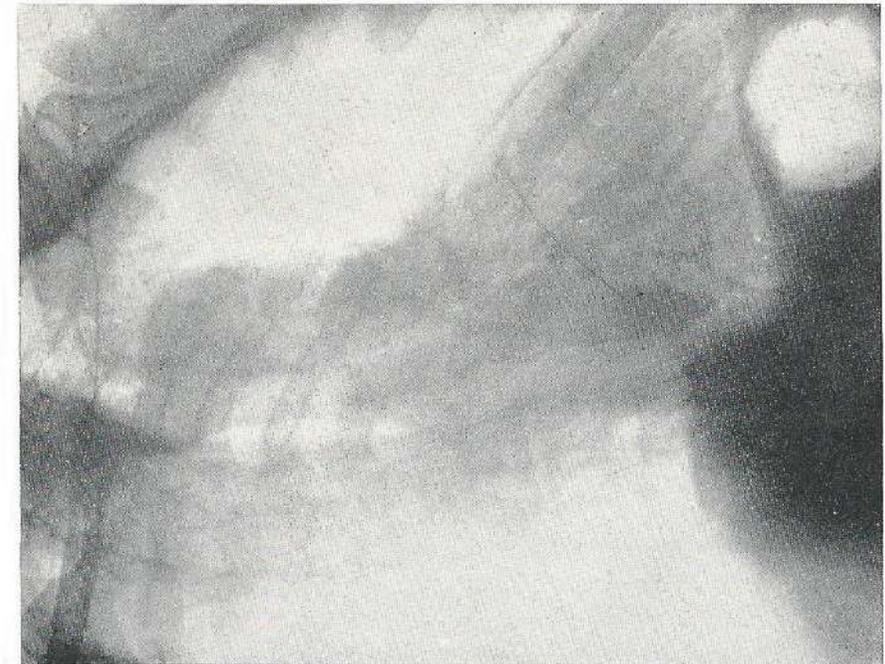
Aufnahme des Oesophagus vor dem Sprechen. Die Speiseröhre ist als einen fingerdicken hellen Strang im Röntgenbild zu sehen.
